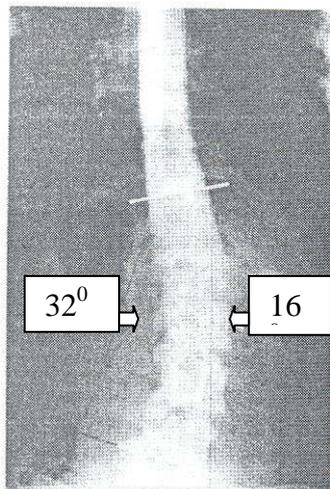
Вертикальная передне-задняя рентгенограмма больного 1997 г.р. с кифосколиозом III степени. Стрелками указаны углы ротации апикальных позвонков Th₁₂ основных дуг деформации.
